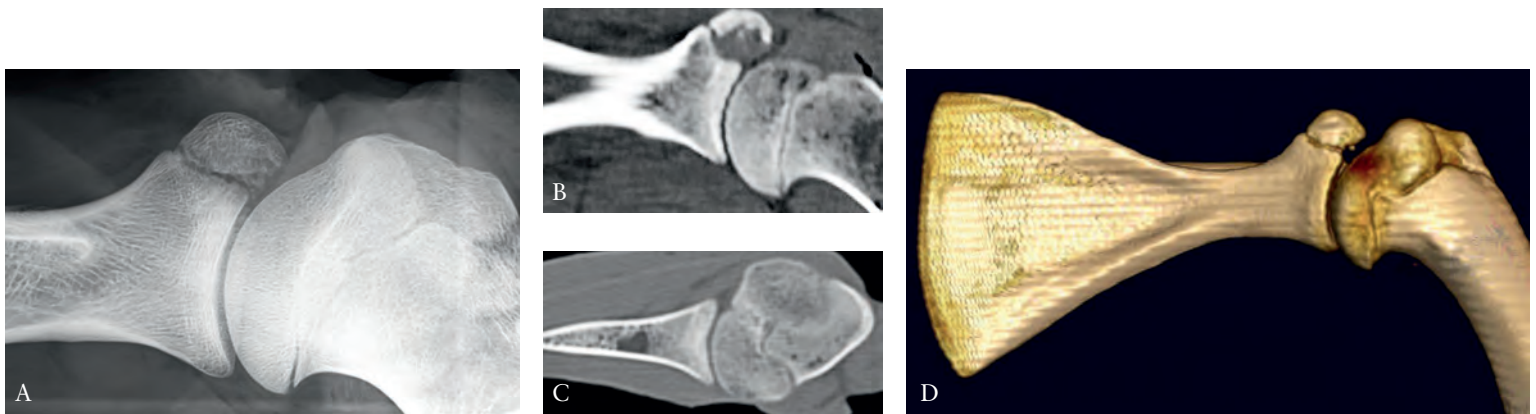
Articulación escapulo-humeral del cordero. a) radiografía A-P; b, c) TAC coronal y axial; d) reconstrucción tridimensional.
